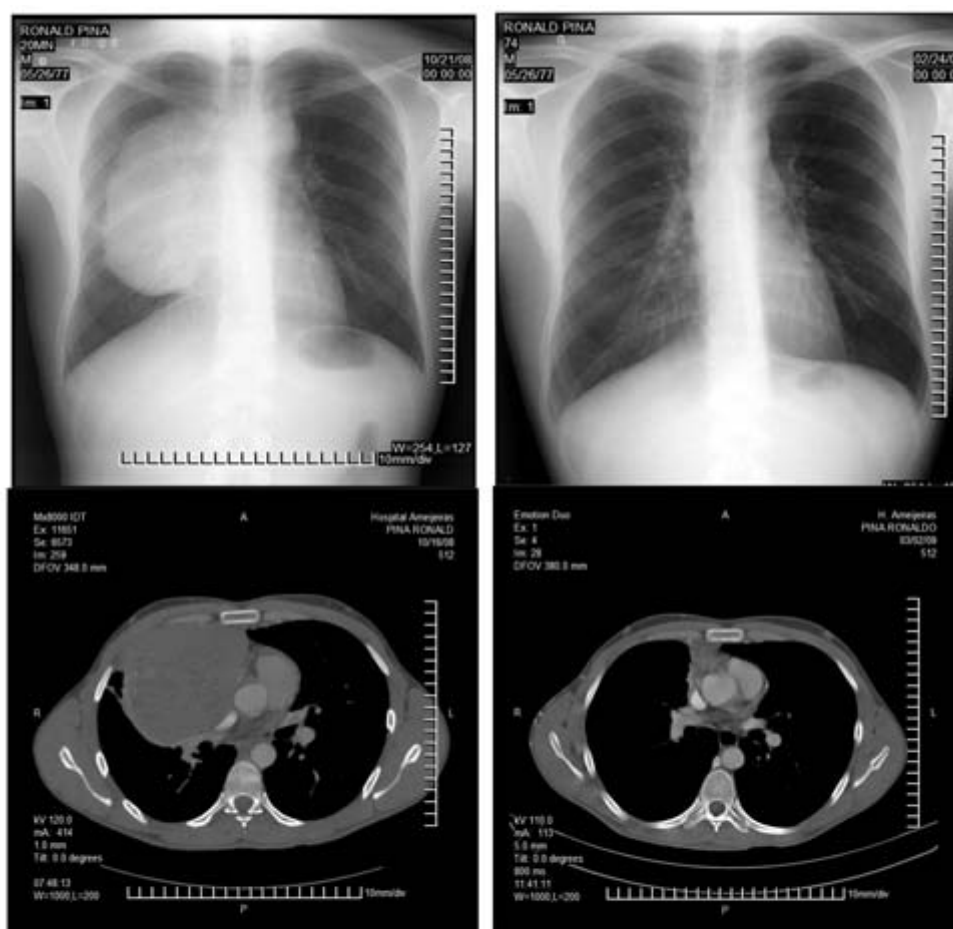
A la izquierda se muestran la radiografía PA de tórax y la TAC de tórax al momento del diagnóstico donde se aprecia la existencia de una gran masa mediastinal con áreas de necrosis en su interior y la izquierda similares estudios tras cumplir el tratamiento de quimioterapia, es ostensible la mejoría anatomorradiológica.
